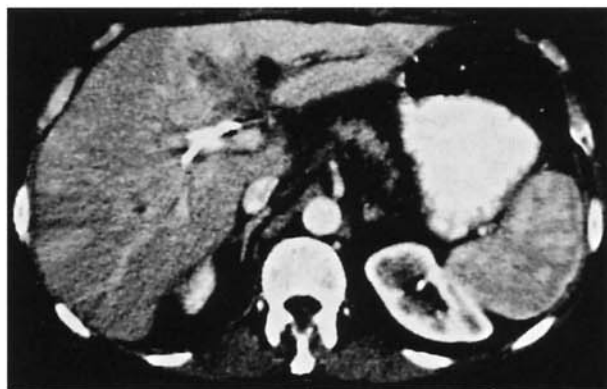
Colangiocarcinoma (Klatskin 3 A). La TC spirale documenta impregnazione transitoria nella fase arteriosa (THAD) di tutto il lobo epatico di sinistra.
